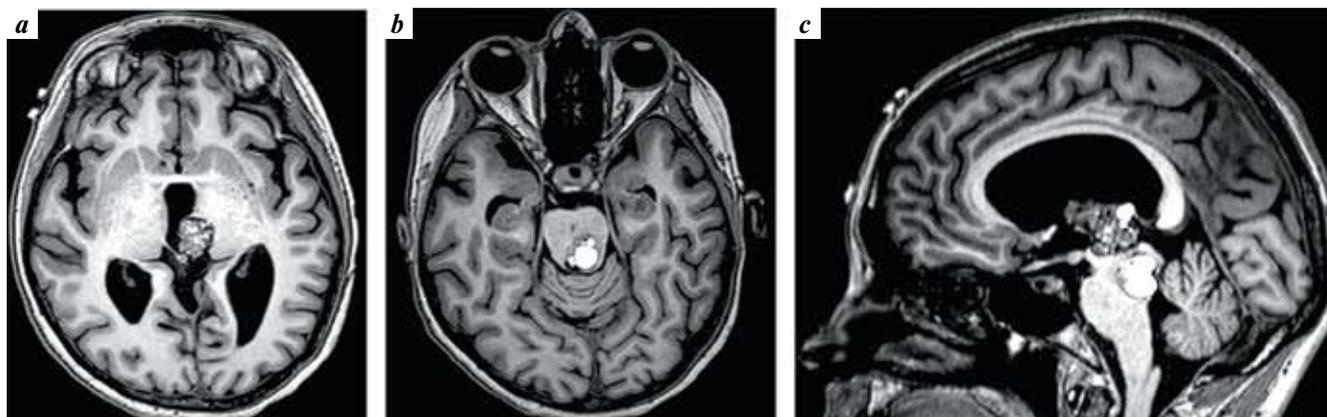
Brain magnetic resonance images of female patient Ya.: coronal (a, b) and sagittal (c) projections. Cavernous angiomas of the pulvinar nuclei and corpora quadrigemina on the left
